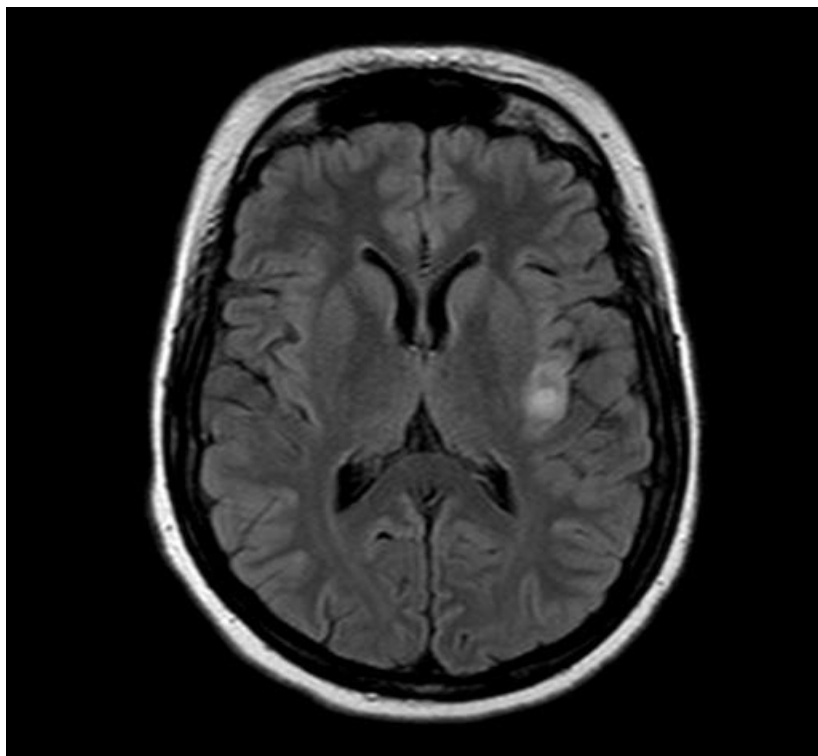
Ressonância magnética de encéfalo, evidenciando lesão nodular na ínsula à esquerda.
